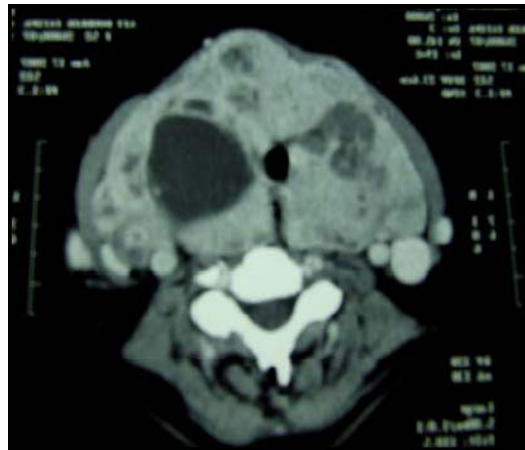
a: TDM cervicale en coupe axiale, après injection de produit de contraste en fenêtre parenchymateuse. Le lobe gauche mesure 6cmx10cm. Le lobe droit mesure 7cmx12cm.
